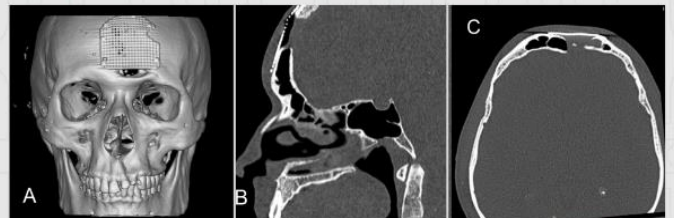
Imagens de tomografia computadorizada, pós-operatória, evidenciando o posicionamento da tela de titânio da reconstrução realizada. A. Imagem de reconstrução 3D; B. Corte sagital e C. Corte axial. P.32.
